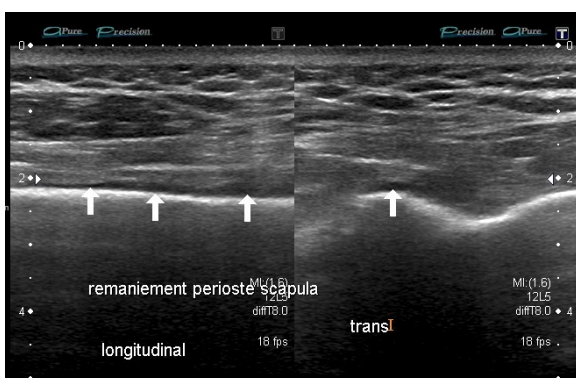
coupe échographique postérieure axiale en regard de la scapula ; infiltration pseudo-liquidienne du périoste
